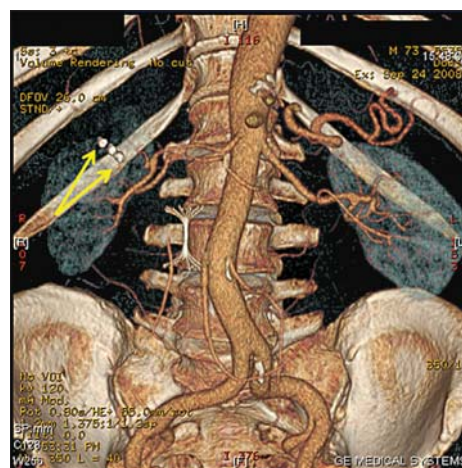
МСК-томограмма. 3D реконструкция, сосудистая фаза. Стрелкой указаны 3 металлические спирали Gianturco в проекции верхнесеgmentарной почечной артерии
